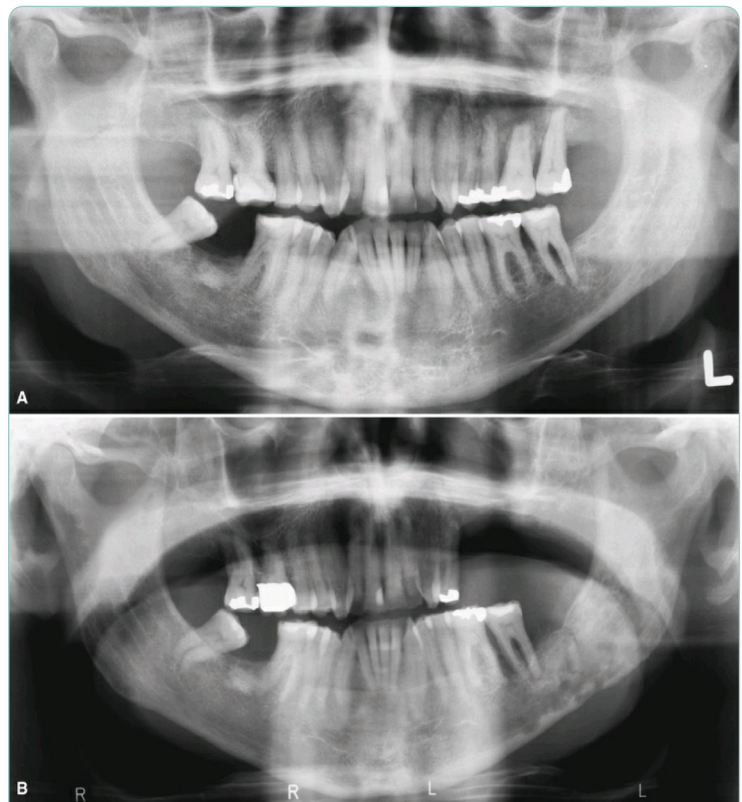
(A) Panoramic radiograph taken to evaluate the teeth and jaws in a post-radiation therapy patient shows presence of mild periodontal bone loss. (B) Panoramic radiograph of same patient taken 3 years later shows extensive bone destruction in the left posterior mandible body-angle region, extending to the inferior mandibular cortex.
